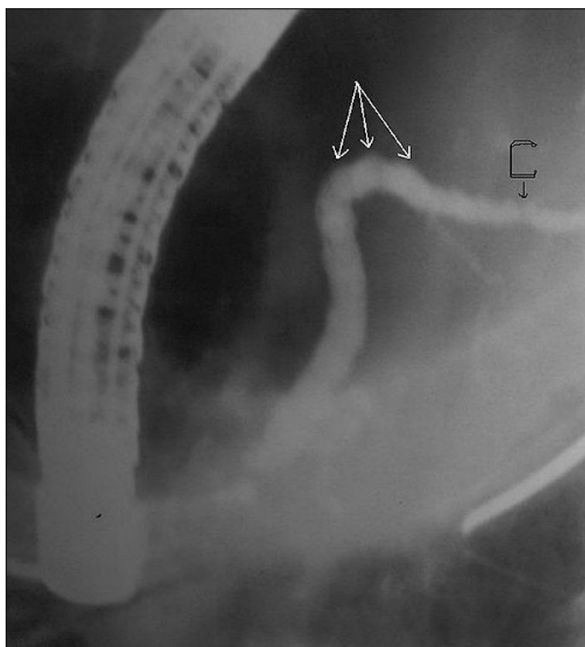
Рентгенограмма. Вирсунгов проток с наличием «цепи озер» (указаны стрелочками) и стеноза в хвостовой части протока (С-стеноз)
